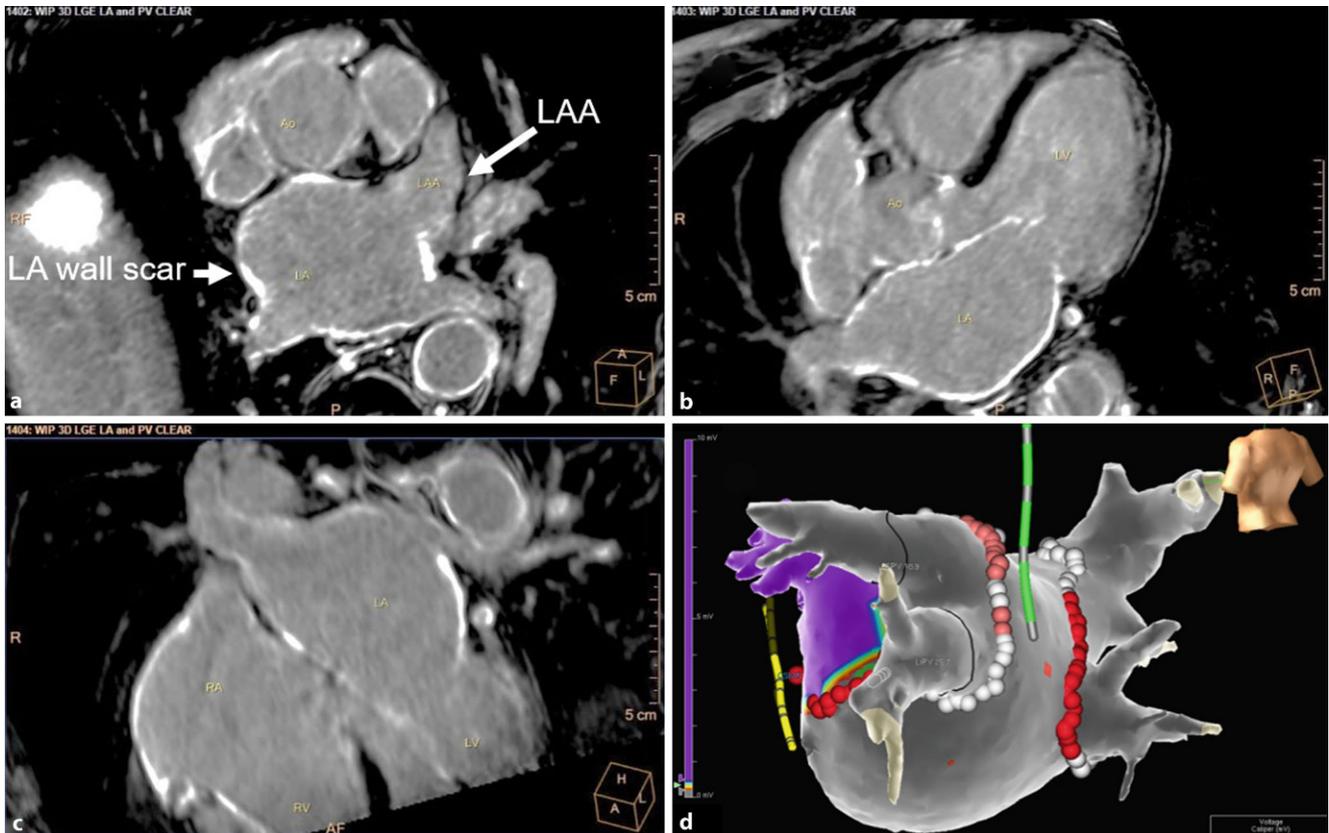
▲ a–c Nachweis einer ausgedienten atrialen Fibrose im MRT (Magnetresonanztomographie). Die überwiegend transmurale atriale Fibrose stellt sich im MRT *weiß* dar. d zeigt das entsprechende Voltage-Map vom gleichen Patienten in einer links schräg-posterioren Ansicht nach Pulmonalvenenisolation. Die *grauen Areale* zeigen niedrige Spannungen. Nur der in Anteilen angeschnittene Bereich um das linksatriale Herzohr weist normale Spannungen auf. Dementsprechend ist auch im MRT (a) das linksatriale Herzohr (LAA) ohne Fibrose abgebildet
